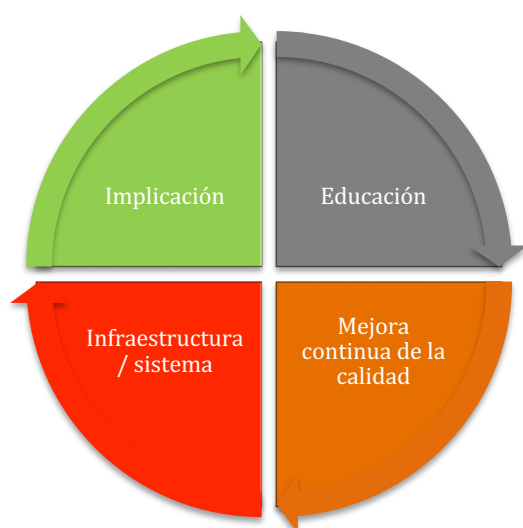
Áreas focales clave de la implementación estratégica de la PCA-RM
